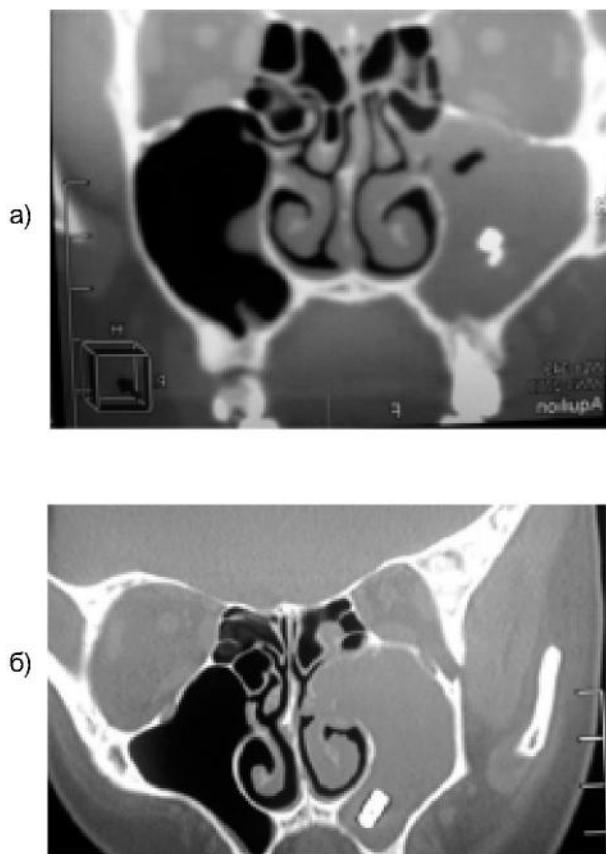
Компьютерная томография инородного тела в гайморовой пазухе: а) пломбировочный материал; б) дентальный имплантат
